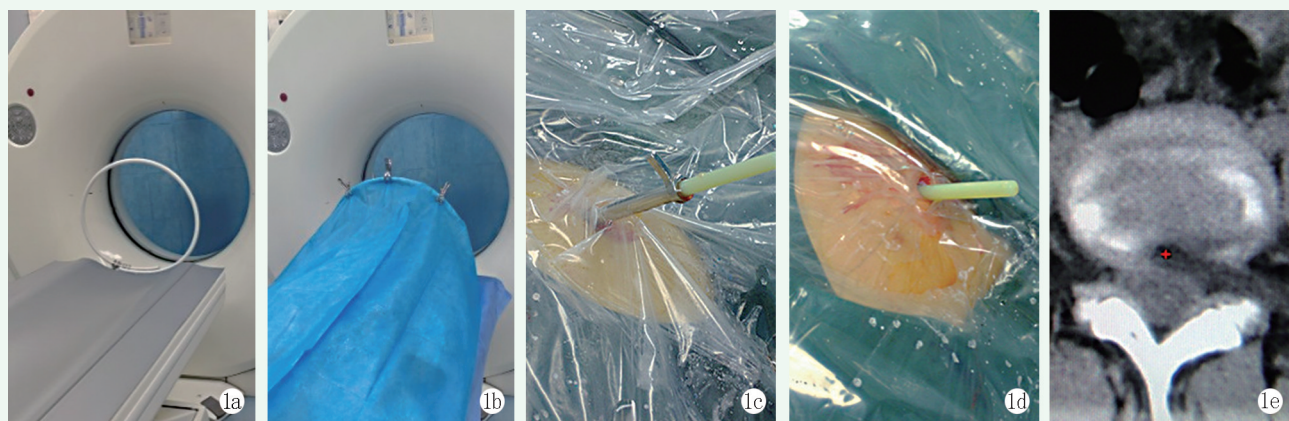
CT 引导内镜术式的配套设备 1a: 圆圈头架外观 1b: 铺无菌单后外观 1c: 沿工作通道置入无伪影塑料棒 1d: 拔出工作通道，仅保留塑料棒 1e: CT 扫描显示塑料棒和术区减压情况
